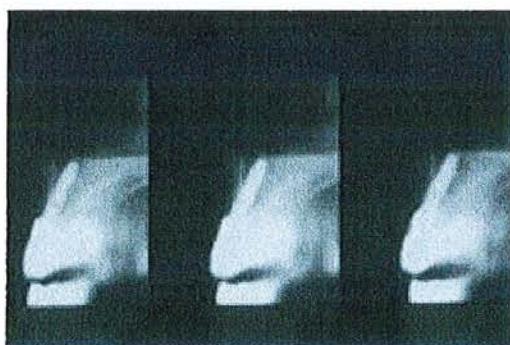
Cliché tomographique obtenu avec un Scanora® (www.dentalespace.com)
